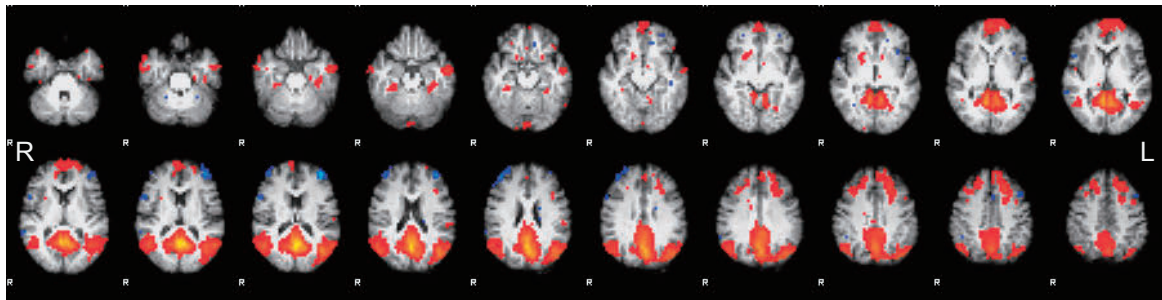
安静時機能的 MRI による Default mode network (Case 1-3)
